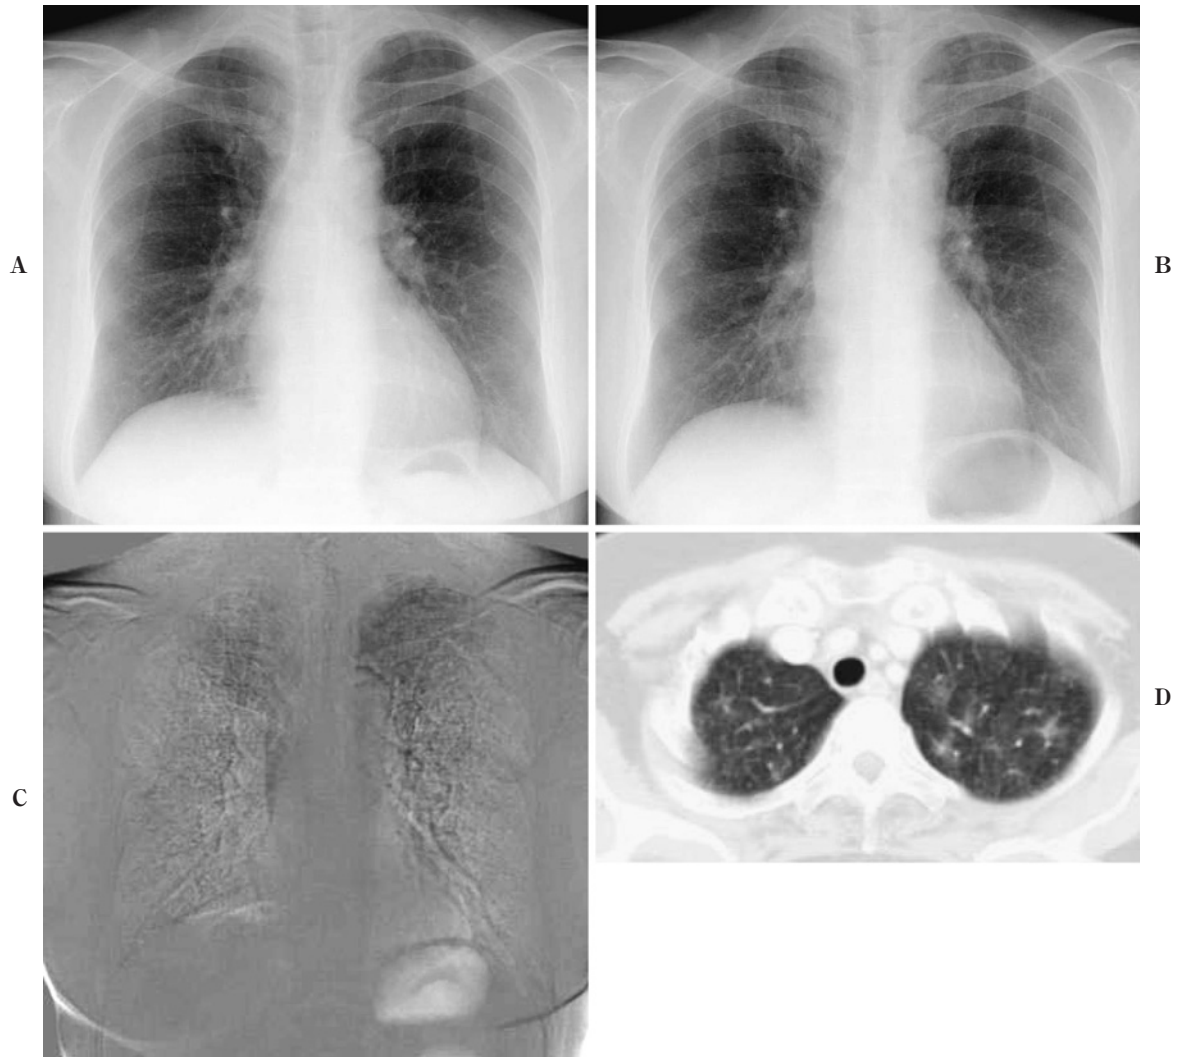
A 58-year-old woman underwent radiotherapy for malignant lymphoma of the neck. There was an interval of 6 weeks between the previous radiograph (A) and the current radiograph (B). C: Temporal subtraction image showed dark areas in the bilateral lung apex. D: CT showed mild radiation pneumonitis.
